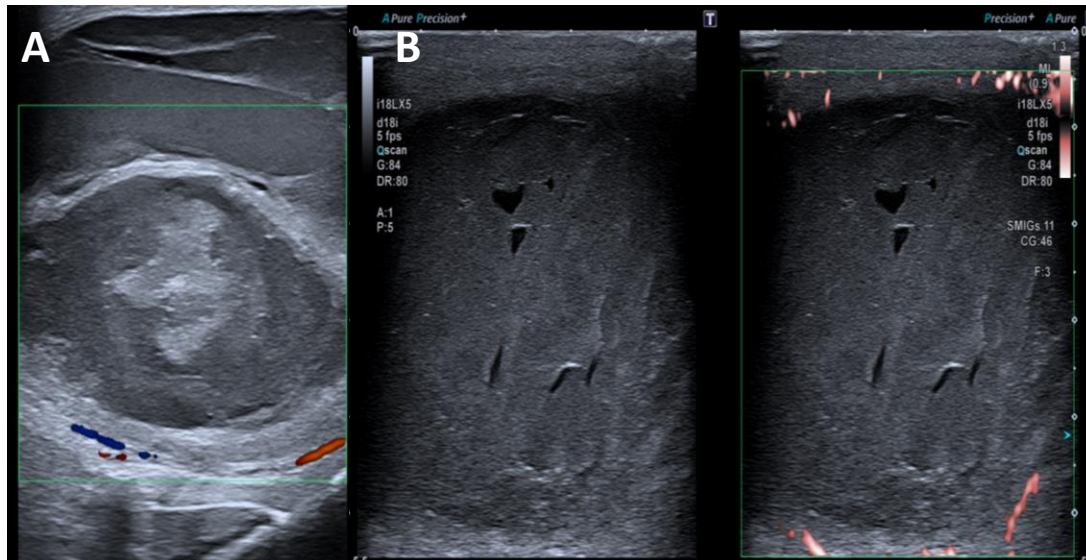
Imagen A: se visualiza un testículo derecho con ecotextura heterogénea, con área focal hiperecoica. Imagen B: se observa en modo Doppler ausencia de flujo (sí presente en el contralateral no incluido en imagen).
